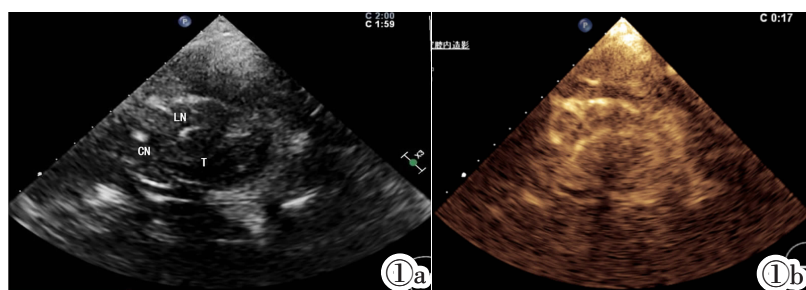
基底节区造影图像。图 1a:第三脑室切面显示基底节区(CN:尾状核, LN:豆状核, T:丘脑);图 1b:实时超声造影模式下基底节区血流灌注情况。
